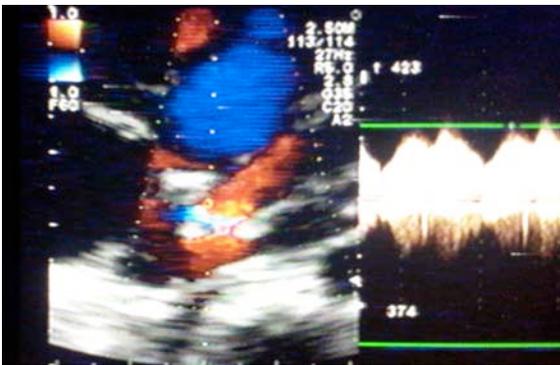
Imagen ecocardiográfica con doppler donde se visualiza efecto PISA a nivel del orificio de la membrana, registrándose un gradiente pico de 30 mmHg.
